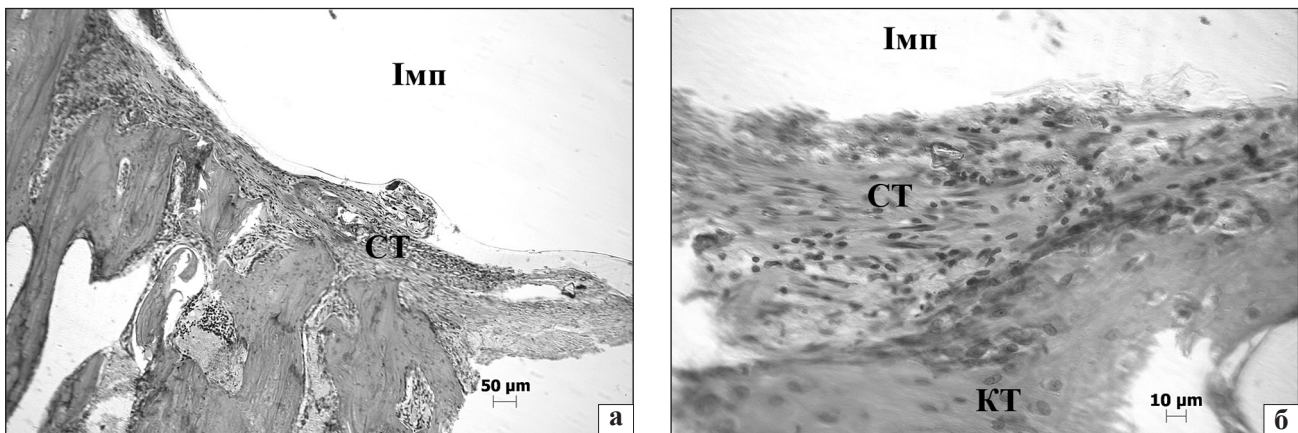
Мікрофото гістопрепарату зони імплантації в метафізі стегнової кістки щура: шар сполучної тканини з невеликою щільністю фіброblastів: а) зб. 100; б) зб. 400. Контрольна група, 14-а доба. Гематоксилін та еозин (КТ — кісткова тканина, Імп — імплантат, СТ — сполучна тканина)
